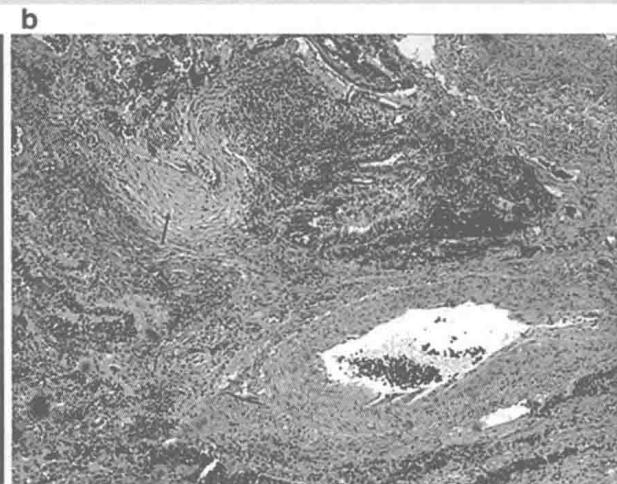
( a ) HRCT 显示蜂窝肺伴双肺野基底部网织改变。 ( b ) 肺活检显示纤维化和淋巴细胞聚集，箭所示为一个成纤维细胞灶。 ( 见彩图 )
